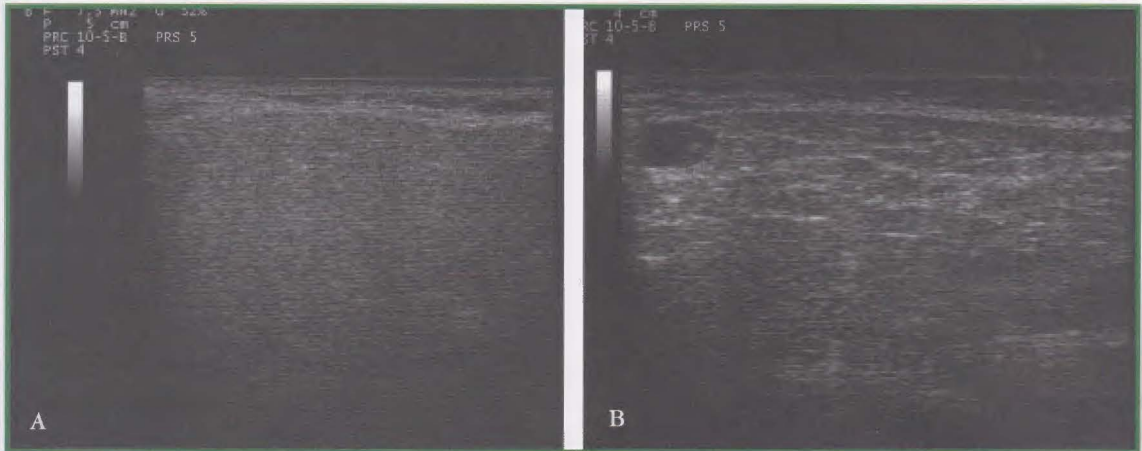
A) Ecografia di parotide normale: ecostruttura finemente granulare ed omogenea; B) Ecografia parotidea in soggetto con SS primaria: ecostruttura grossolana e disomogenea con strie iperecogene ed aree di degenerazione cistica.
